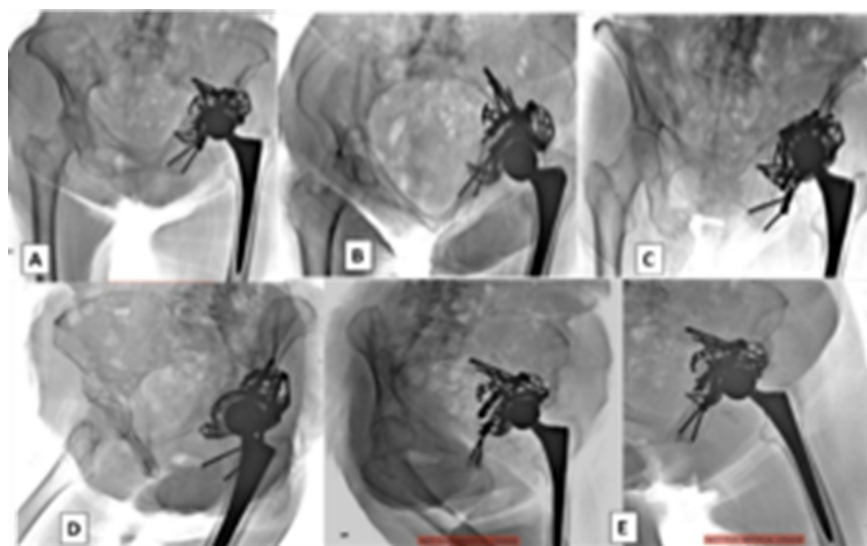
Radiografía control 3 años del Post Operatorio Tardía (A). Radiografía AP centrada en pubis (B). Radiografía Inlet de pelvis (C). Radiografía Outlet de pelvis (D). Radiografía Oblicua Obturatriz izquierda (E). Radiografía Oblicua alar izquierda. Se observa osteointegración y adecuada posición de los componentes de la prótesis, sin signos de aflojamiento de la prótesis.
